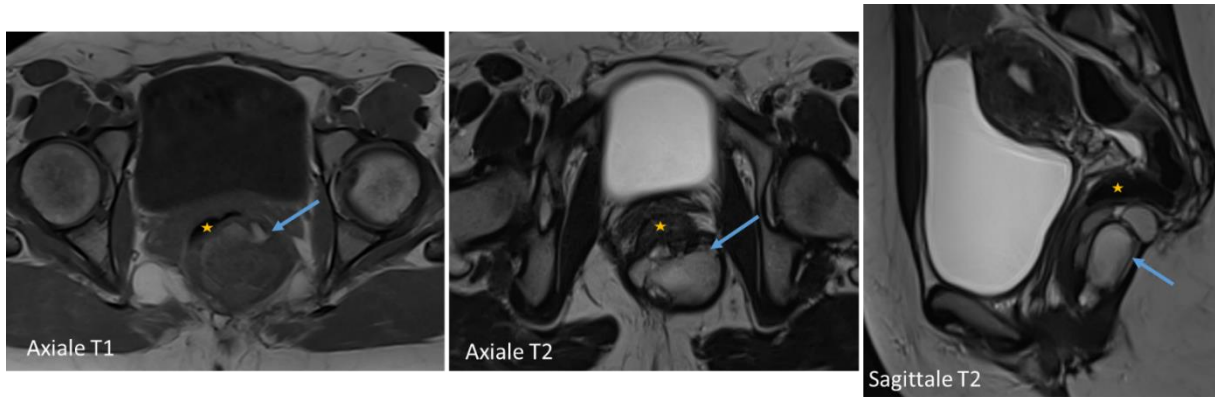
IRM en coupe axiale T1, T2 et sagittale T2 mettant en évidence une masse retro-rectale kystiques multiloculaire de signal variable ; hypersignal T1 et T2 avec signe du Shading en T2. Cette masse kystique endometriose infiltré la paroi rectale postérieure et arrive au contact de la jonction ano-rectale plus en bas.
